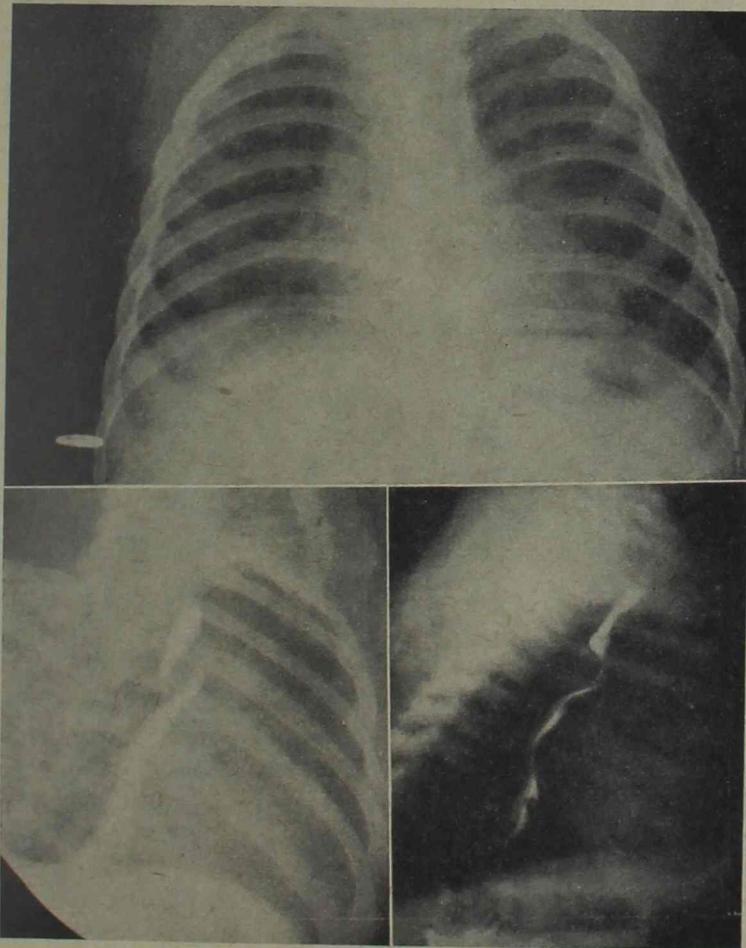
Radiografías que demuestran la presencia de un anillo vascular (arco doble de la aorta)
